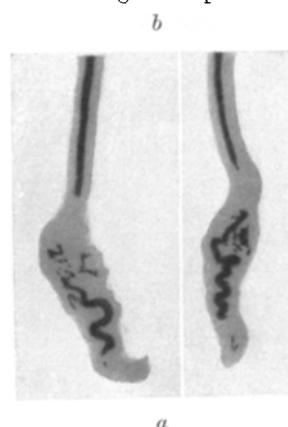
Röntgendarstellung des Verschlusses der Samenleiter nach alter Vasektomie. a = zuführende, b = ableitende Teile der V. deft. Unterhalb der Unterbrechungsstelle korkzieherartige Schlängelung und Aufsplitterung der Samenleiterlichtungen.
